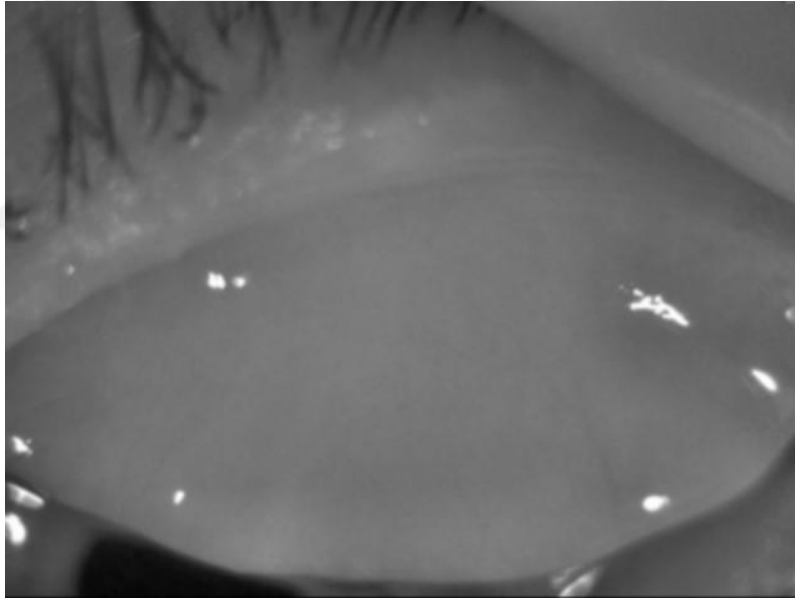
Kontak kızılötesi meibografide normal kapak görünümleri;
